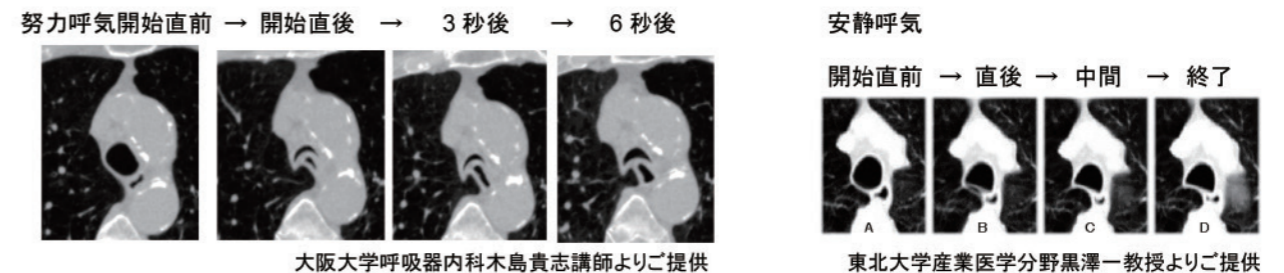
肺気腫で呼気中に気管が変形する様子を捉えたダイナミックCT画像(左:最大努力呼気、右:安静呼気)
